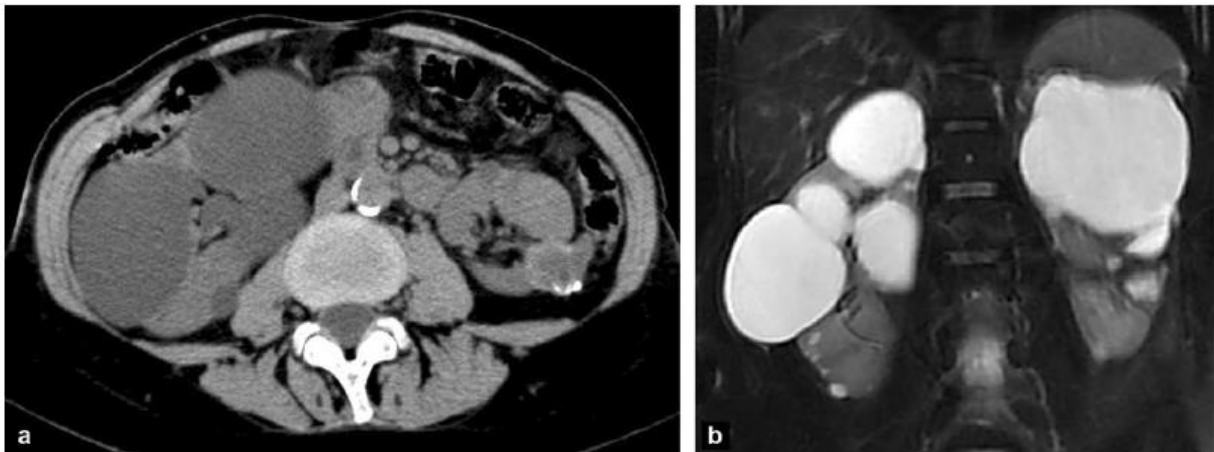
Polykystose rénale autosomique dominante de type PKD2 chez un patient de 59 ans, avec insuffisance rénale minime : a : le scanner sans injection montre des kystes moins nombreux que dans la PKD1. Il existe un kyste atypique à paroi épaissie et partiellement calcifiée développé sur la face postérieure du rein gauche ; b : l'IRM en pondération T2 confirme la présence de kyste moins nombreux et de taille plus volumineuse. (*Correas et al ; 2011*)
